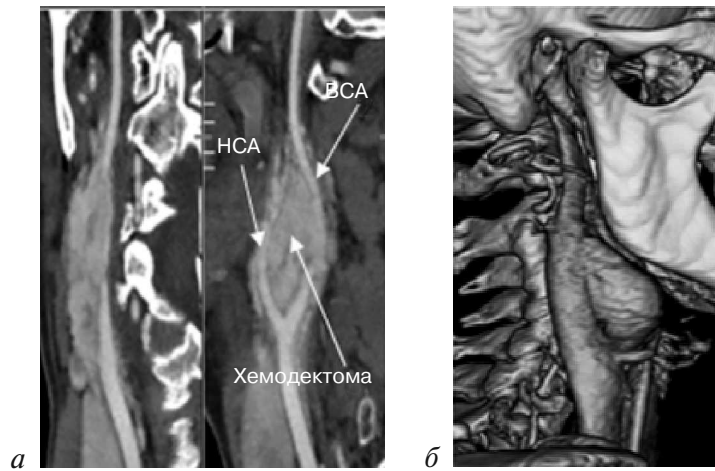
Мультиспиральная компьютерная томография с 3D-реконструкцией брахиоцефальных сосудов (а, б)
